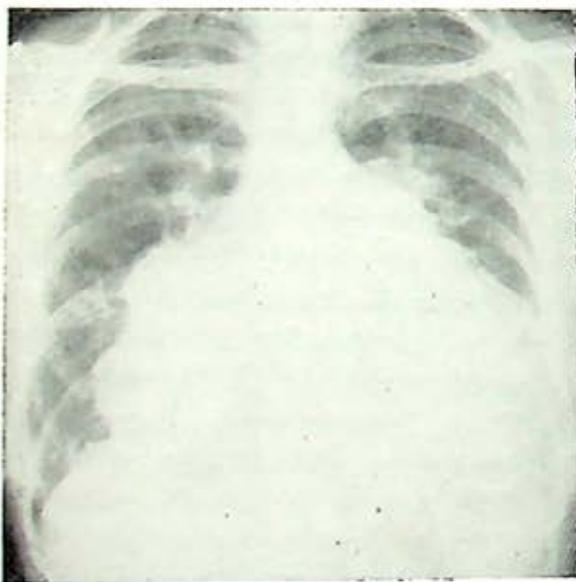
Radiografía simple de tórax en P.A. que muestra cardiomegalia global, con dilatación del tronco y de las arterias pulmonares. Se observa un contorno muy irregular en el perfil derecho del área cardíaca.
